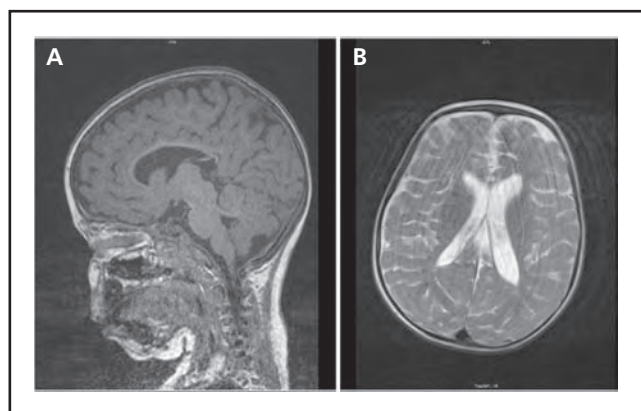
MRI a los 30 meses de edad.
